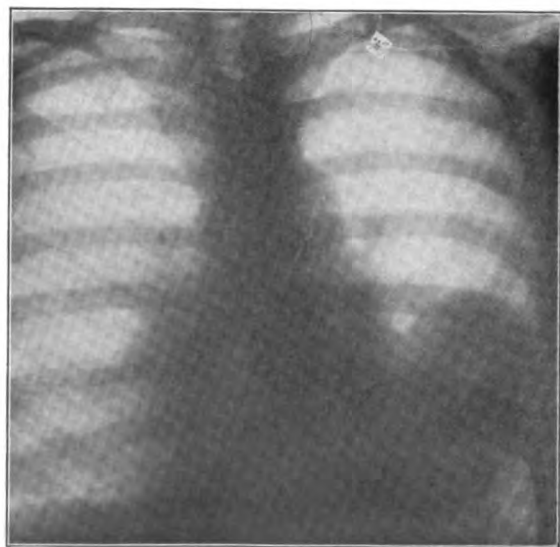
Röntgenaufnahme der Brustregion von vorn. Photo am 5. XII. 1915.
